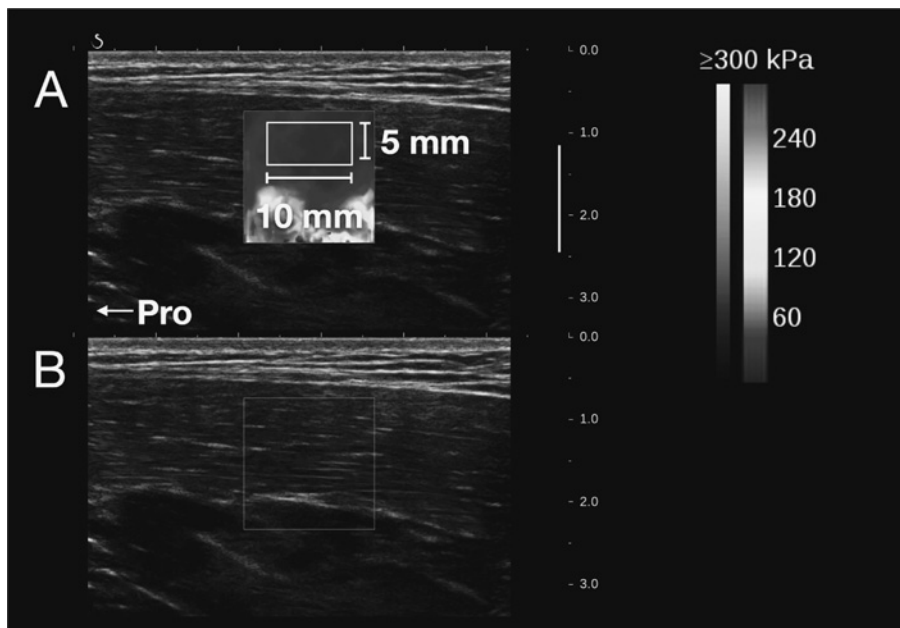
長内転筋の代表的な弾性画像 (A) および超音波 B モード画像 (B)
